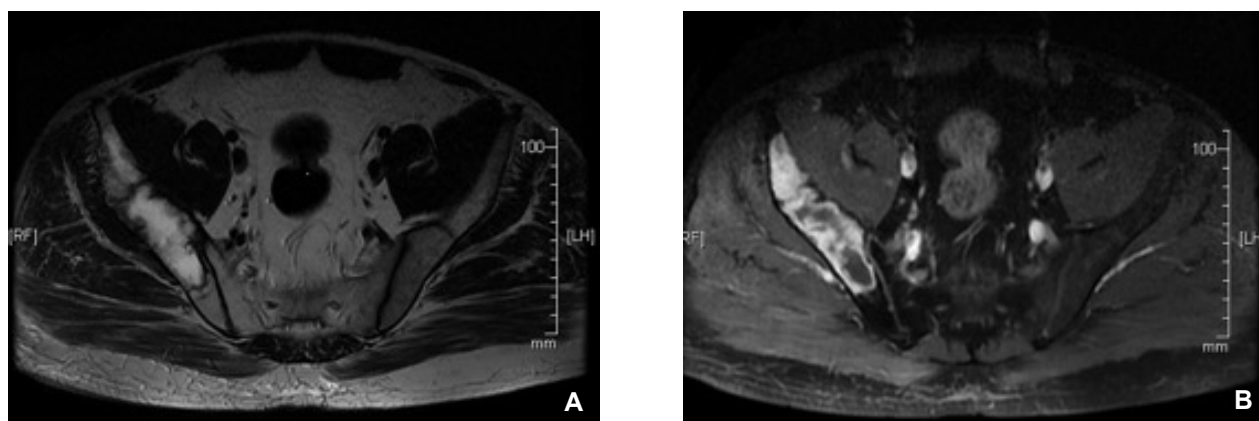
IRM pelvienne montrant une lésion soufflante de l'os iliaque droit, en hypersignal T2 hétérogène rehaussé en périphérie avec une zone centrale en hyposignal. Par endroits, il y a rupture de la corticale antérieure avec infiltration du muscle iliaque.
